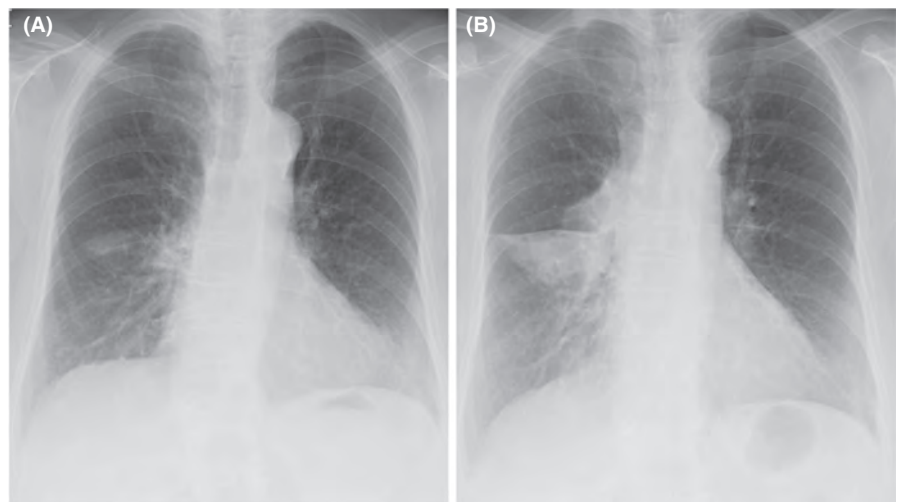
(A) Chest radiograph at initial visit showing small reticular opacities in the right middle zone. (B) Chest radiograph after 1 month showing worsened shadows in the right middle zone with developing consolidation.
